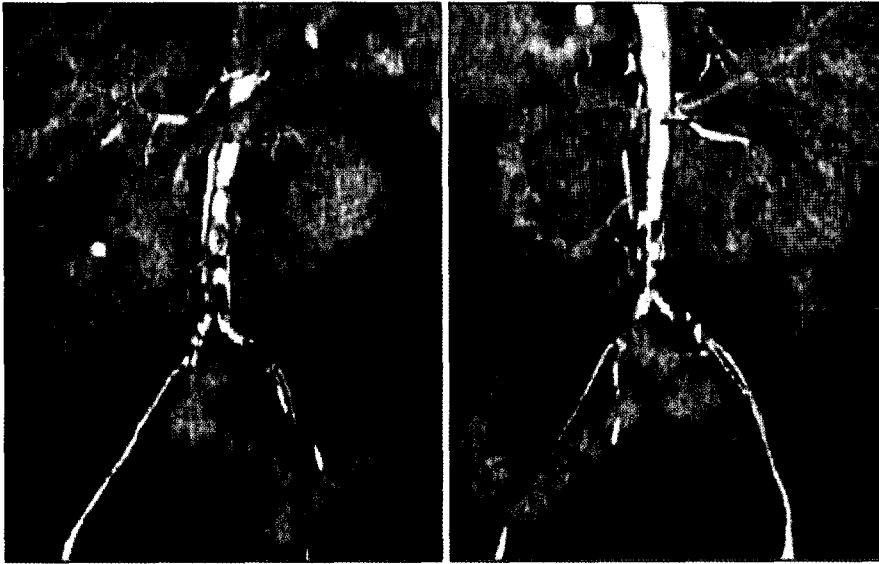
3D-CT shows abdominal aortic occlusion from infrarenal aortic level to both iliac arteries and both iliac and femoral artery flow by collateral circulation.
